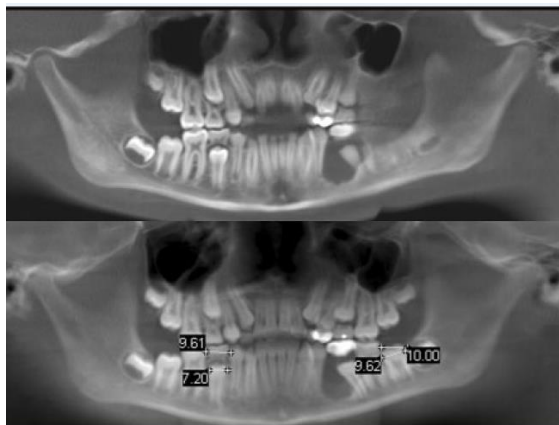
Reconstrucción multiplanar en volumen en donde se observa imágenes panorámicas simuladas que proporcionan mediciones anatómicamente precisas. Obtenido de: Scarfe WC. Clinical Applications of Cone-Beam Computed Tomography in Dental Practice. J Can Dent Assoc. 2006;72(1):6.
